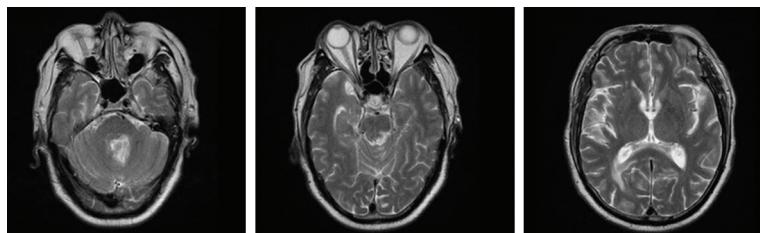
头部MRI- T_2 (2018-05-16,激素治疗前):四脑室旁、脑桥、中脑及胼胝体压部稍长 T_2 信号
